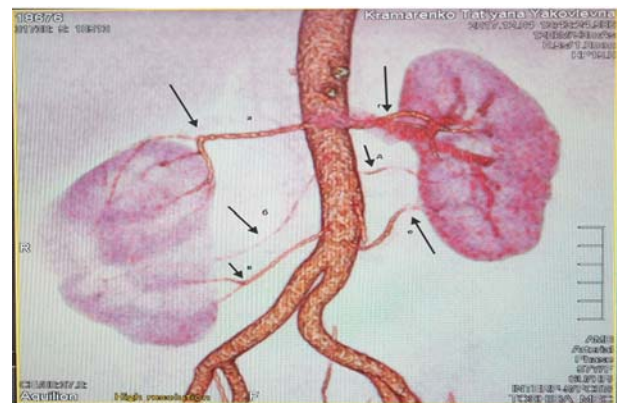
МСКТ. ОР реконструкція. Представлены почечные артерии:
